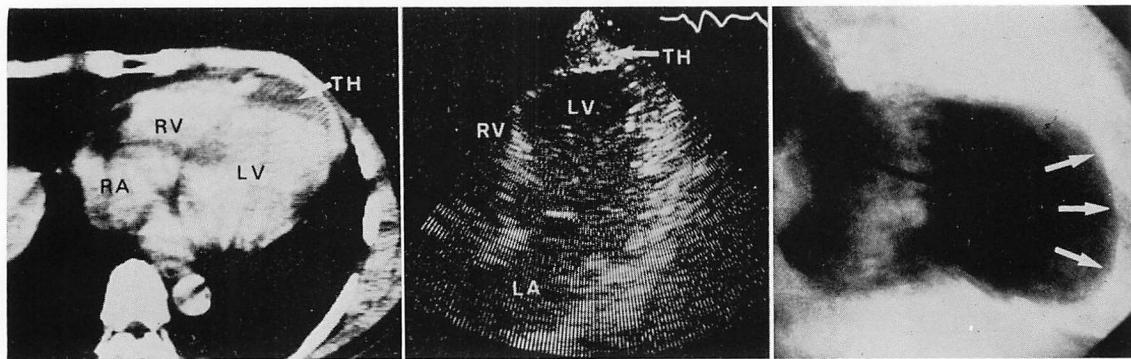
Computed tomogram, two-dimensional echocardiogram and left ventricular cineangiogram of a patient with anterior wall myocardial infarction.
